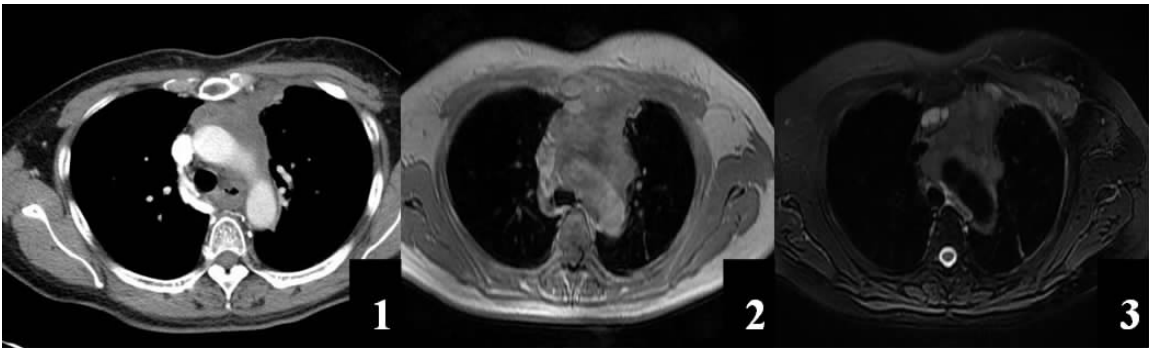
~ 3 患者女, 55 岁, 咳嗽半年(干咳为主、咳少量白粘痰), 声嘶伴胸闷 1 月余。前纵隔肿块, CT 直接增强(图 1)示病灶密度较肌肉略低, MRI(图 2、3)为不均匀稍长 T1 稍长 T2 信号, 术后为胸腺大细胞型低-未分化神经内分泌癌
